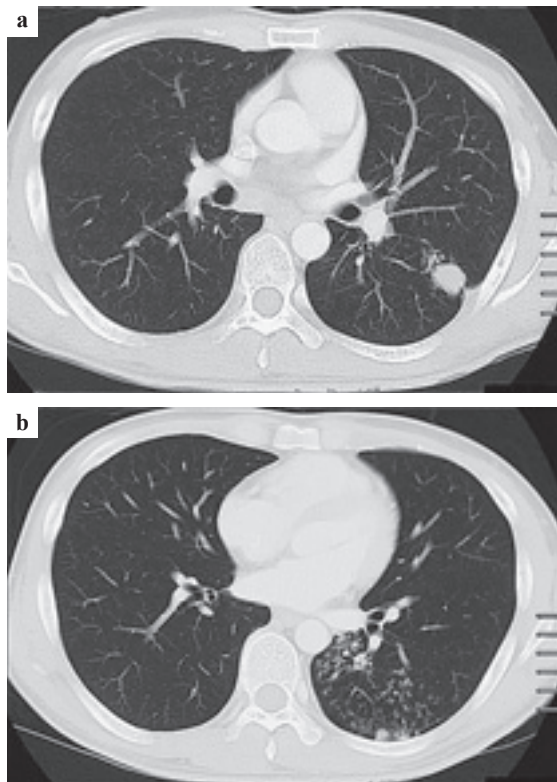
Chest CT showed a nodule in S⁶ (a), and multiple centrilobular nodules in the left lower lobe (b).
